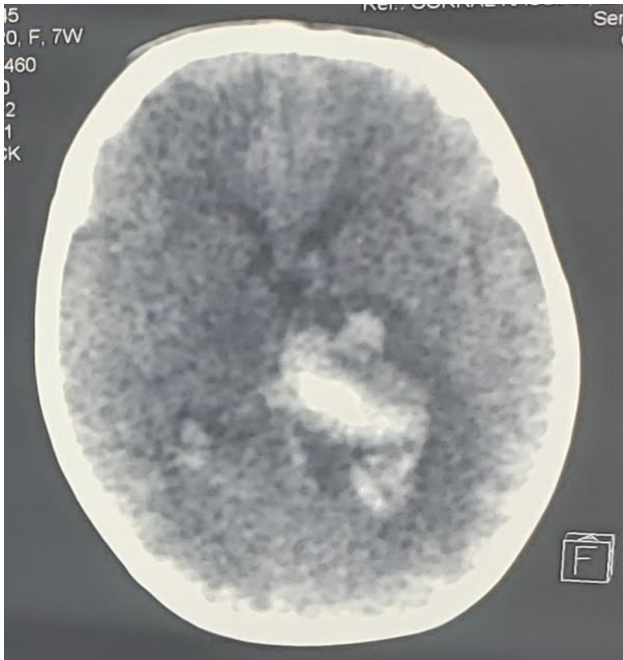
TAC de Cráneo (post-drenaje y lavado intraventricular)
